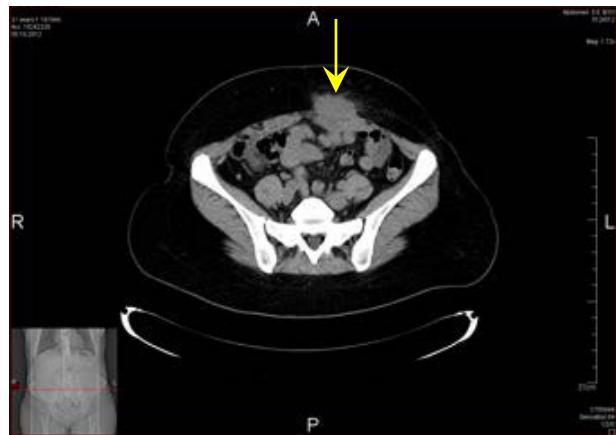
TC: endometrioma peretelui abdominal (→) amplasat pe stînga
